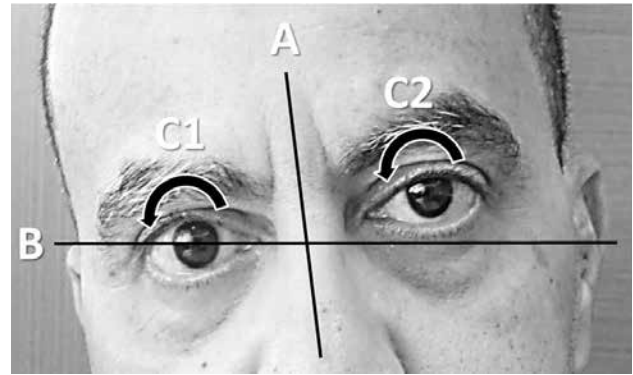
OTR. Masculino, 54 anos, com queixa de desequilíbrio e tonteiras há seis meses. Ao exame: (A) Inclinação da cabeça para a direita. (B) Hipertropia do olho esquerdo. (C1) Exciclotorção do olho hipotrópico. (C2) Inciclotorção do olho hipertrópico (C1 e C2 não foram documentados). A vertical visual subjetiva mostrou desvio de 3° para a direita. Ressonância magnética do encéfalo: normal. (Imagem autorizada)
